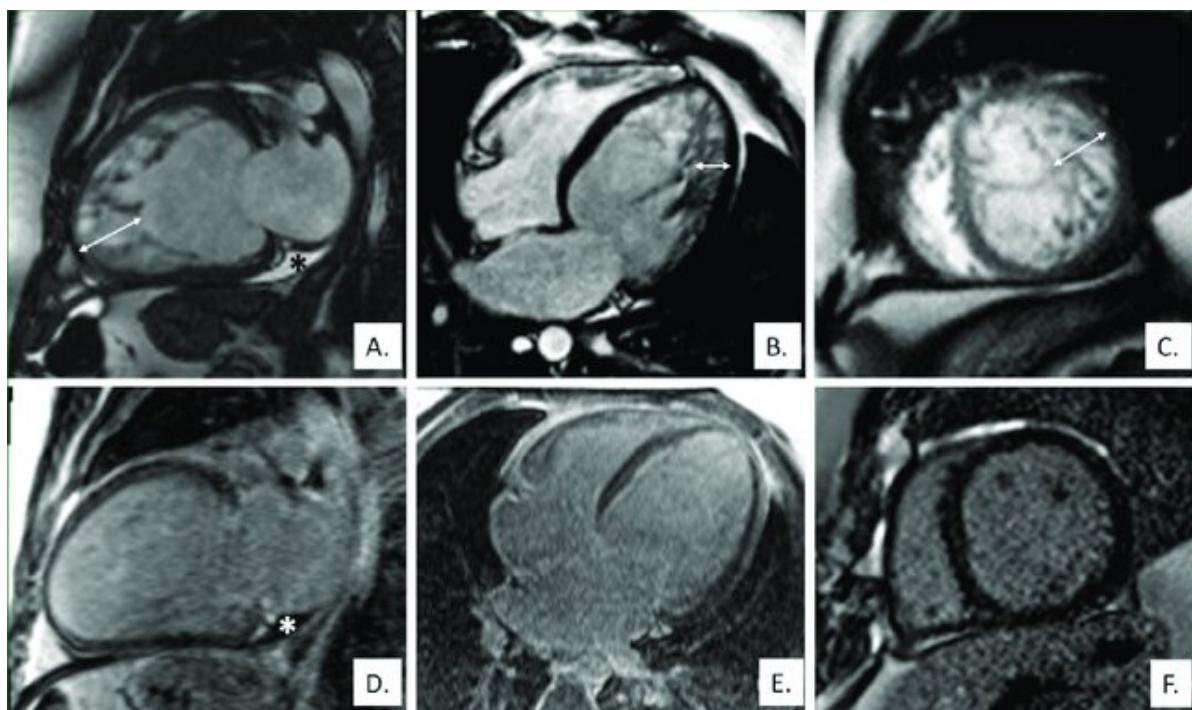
МРТ сердца с гадолинием
